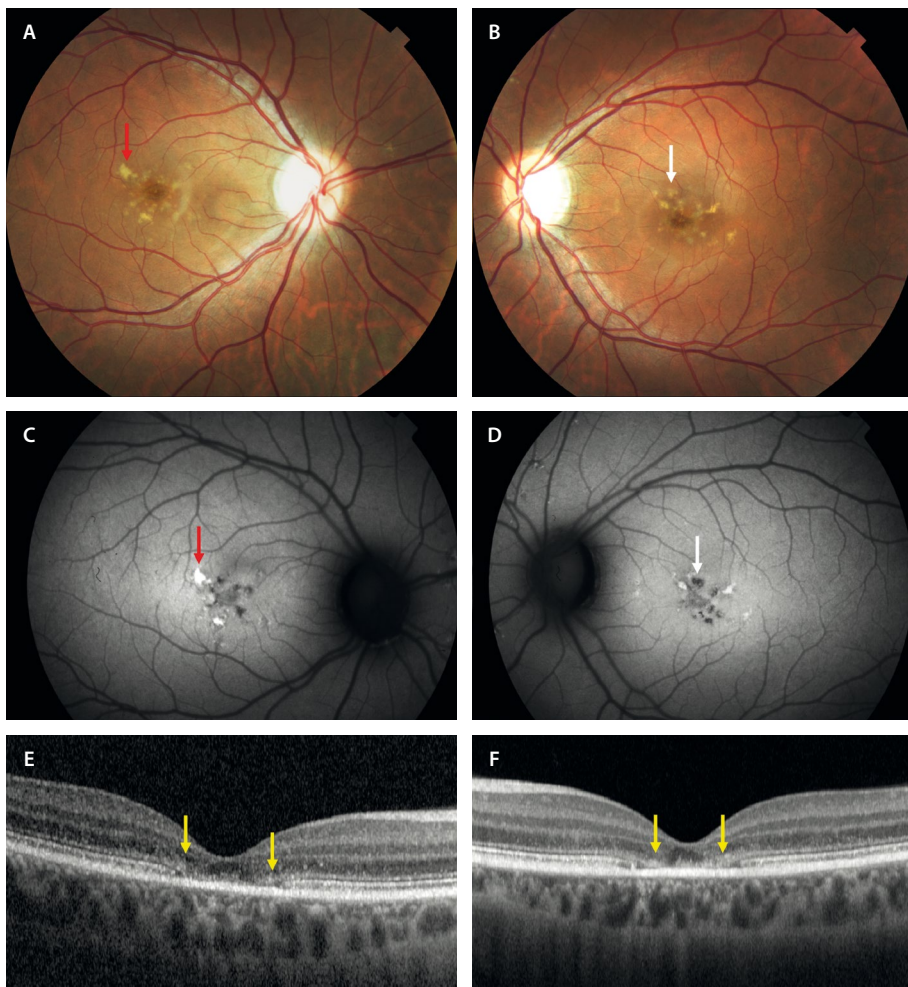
Enfermedad de Stargardt de comienzo precoz. A y B) Las retinografías muestran lesiones pisciformes granulares amarillentas (flecha roja) y marronáceas (flecha blanca) perifoveales. La fovea muestra una coloración atrófica. C y D) La autofluorescencia permite ver los *flecks* recientes hiperautofluorescentes (flecha roja) y los más antiguos hipoaufluorescentes (flecha blanca). E y F) La tomografía de coherencia óptica permite observar el engrosamiento de la membrana limitante externa (signo precoz, flechas amarillas), así como el adelgazamiento de la capa de los elipsoides perifoveal, conservando aun epitelio pigmentario de la retina y dando una imagen de «platillo volante».
